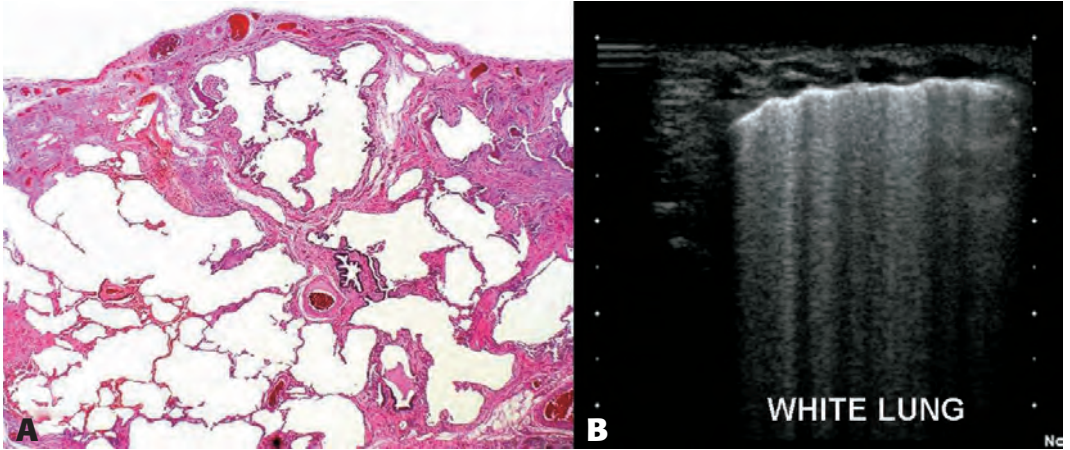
A) Istologia di area di polmone fibrotico; B) l'espansione dell'interstizio e la deareazione del polmone generano un'area ecografica di *white lung*.
